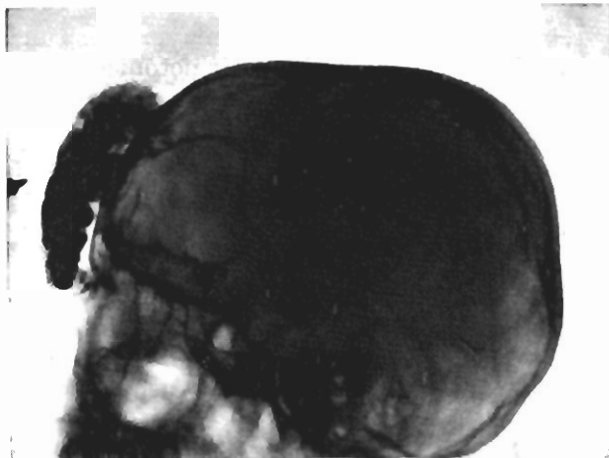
Radiografía obtenida después de inyectar 20 c.c. de substancia de contraste por punción directa del angioma.
